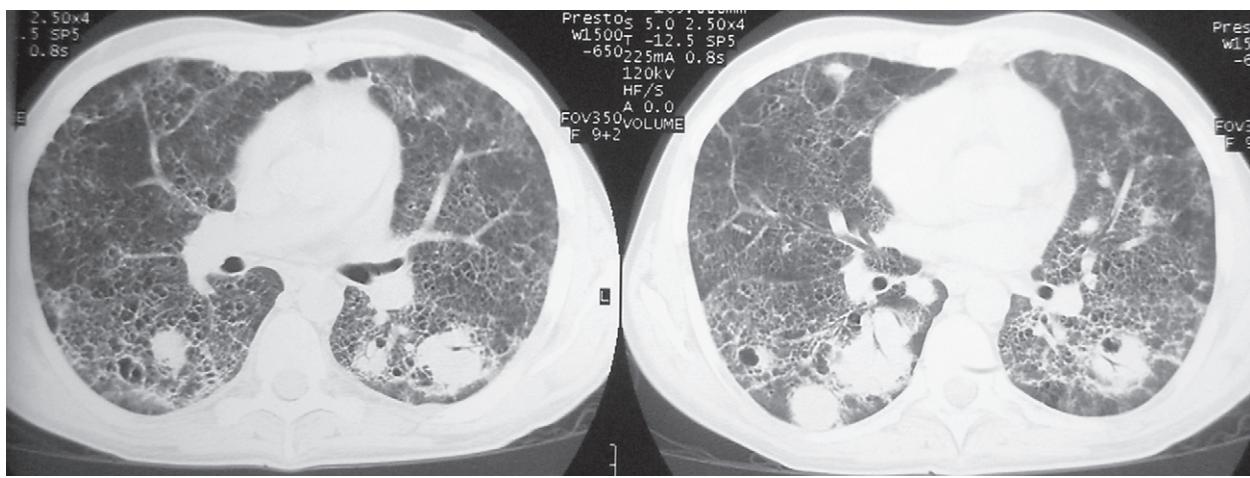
МСКТ ОГК пациента М., 37 лет, от 25.09.16 г.
